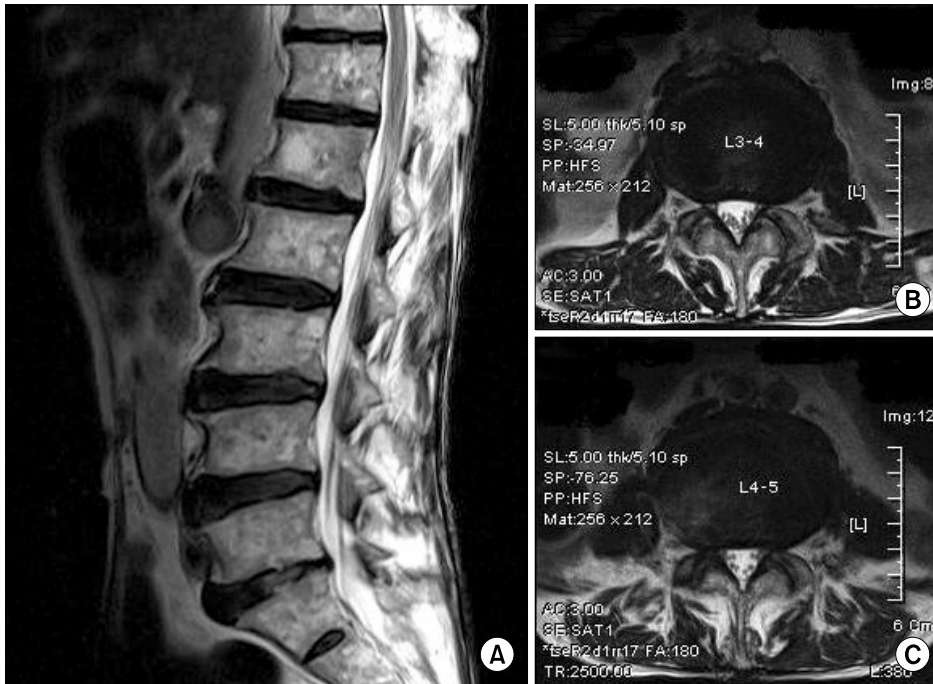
Sagittal (A) and axial (B, C) T2-weighted MRI demonstrates a disc herniation at the level of L3-4, L4-5, and L5-S1.
